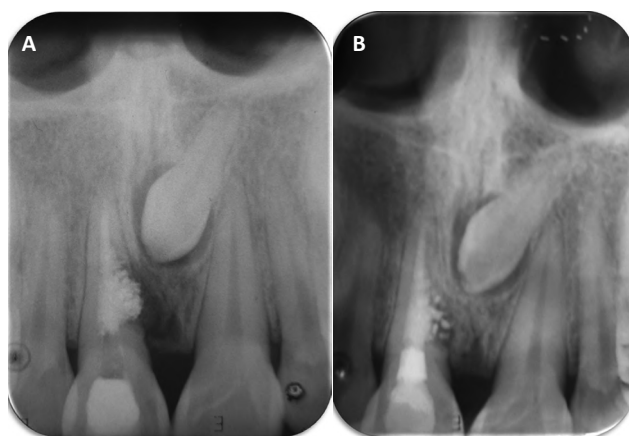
A: Radiografía de colocación de MTA. B: Radiografía control a los 2 años y 6 meses.
